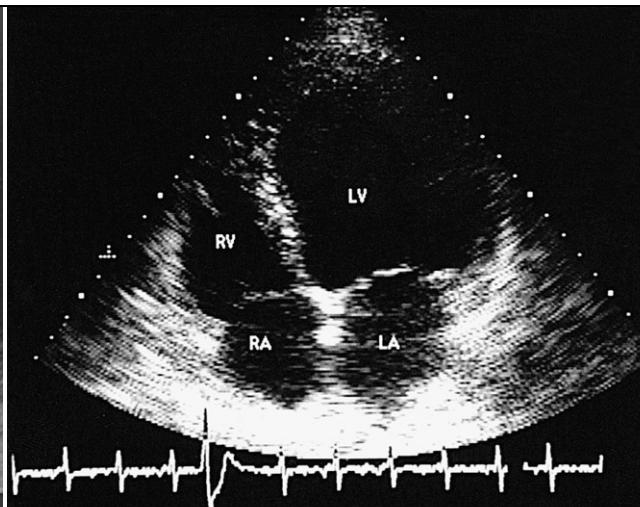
Echocardiographie
